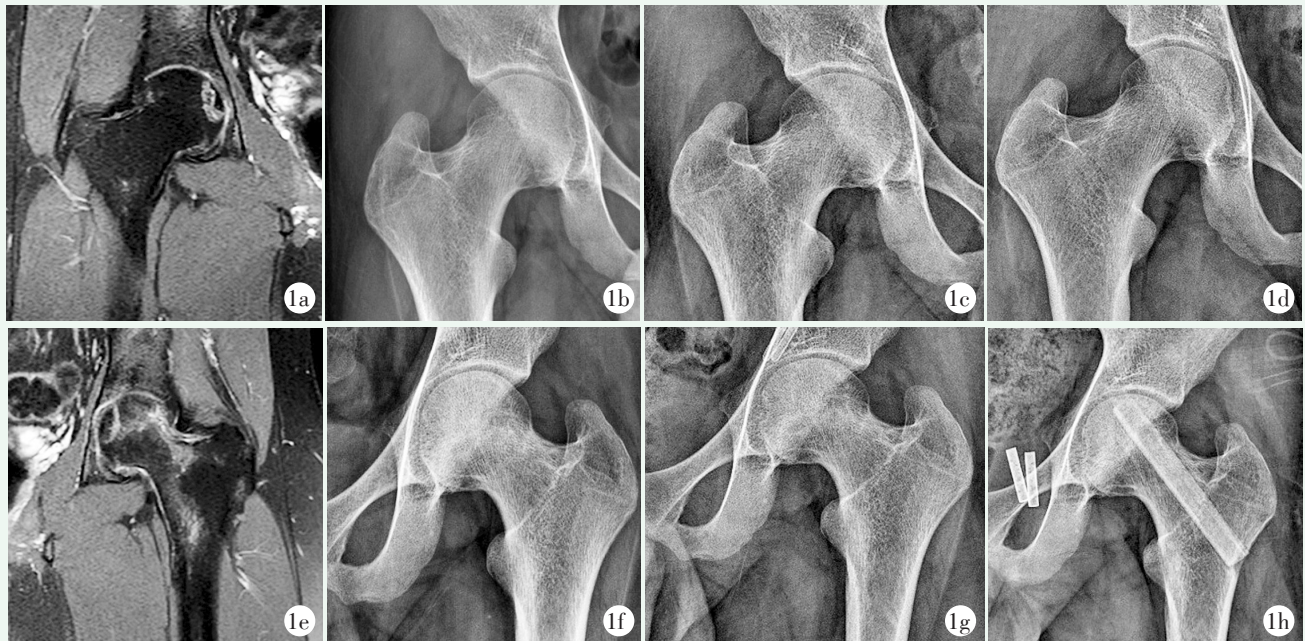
患者, 男, 22 岁, 双侧股骨头坏死 1a: 冲击波治疗前 MRI 示右侧股骨头坏死面积 $\leq 30\%$  1b: 冲击波治疗 1 疗程后, X 线片示右侧股骨头密度欠均匀, 轮廓尚光滑, 无明显塌陷 1c: 冲击波治疗 2 疗程后, X 线片示右侧股骨头密度欠均匀, 轮廓尚光滑, 无明显塌陷 1d: 末次随访, X 线片示右侧股骨头密度欠均匀, 轮廓欠光滑, 无明显塌陷 1e: 冲击波治疗前 MRI 检查示左侧股骨头坏死面积 $>30\%$  1f: 冲击波治疗 1 疗程后, X 线片示左侧股骨头密度欠均匀, 轮廓欠光滑, 提示塌陷 1g: 冲击波治疗 2 疗程后, X 线片示左侧股骨头密度欠均匀, 轮廓欠光滑, 塌陷未见好转, 改行左侧股骨头钻孔减压植骨支撑术 1h: 末次随访 X 线片示股骨头塌陷无加重
